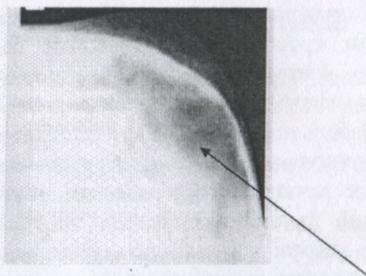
Рисунок №3. Рентгенографическая картина кефалогематомы
